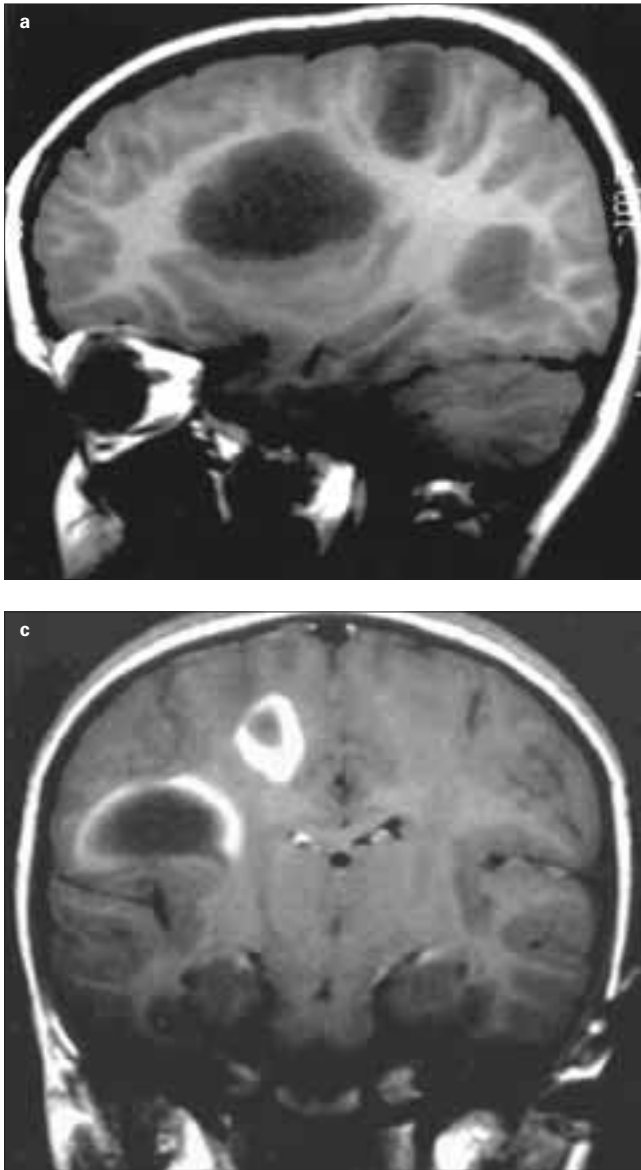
Caso 2. RM inicial: cortes sagital ponderado en T₁ (a), axial en densidad protónica (b) y coronal en T₁ tras la inyección de gadolinio (c). Se observan múltiples lesiones en el hemisferio cerebral derecho, con hiposeñal en T₁ e hiperseñal en densidad protónica y T₂ (no mostrado), que presentan captación de contraste periférica en pseudocápsula incompleta. A pesar del efecto 'expansivo', el efecto de masa es moderado y atiene a las dimensiones de las lesiones.
